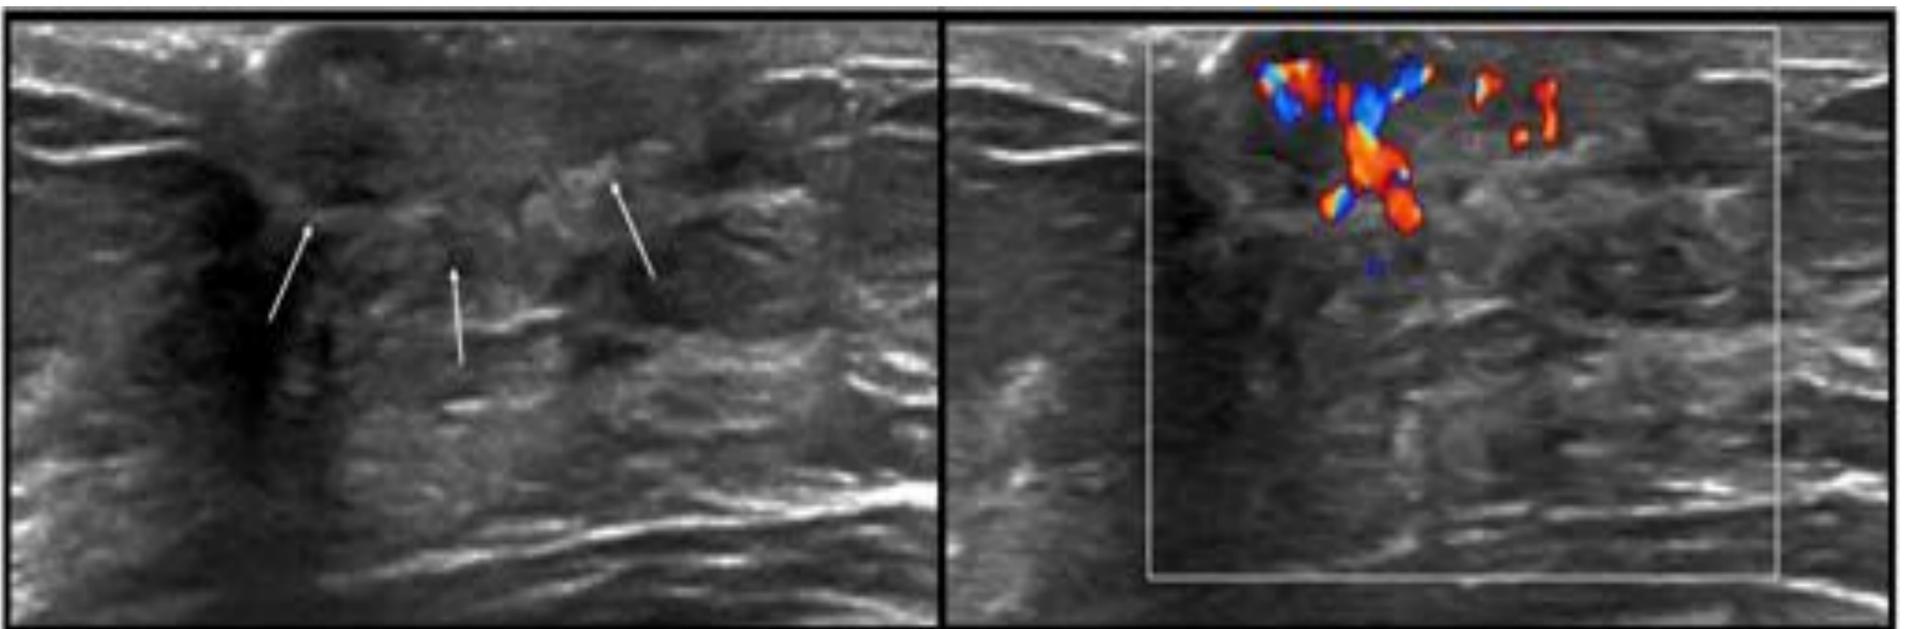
Enfermedad de Paget. Imagen de ecografía mamaria en la que se observa el engrosamiento del complejo areola-pezones, así como un aumento del flujo Doppler color debido a una mayor vascularización.
